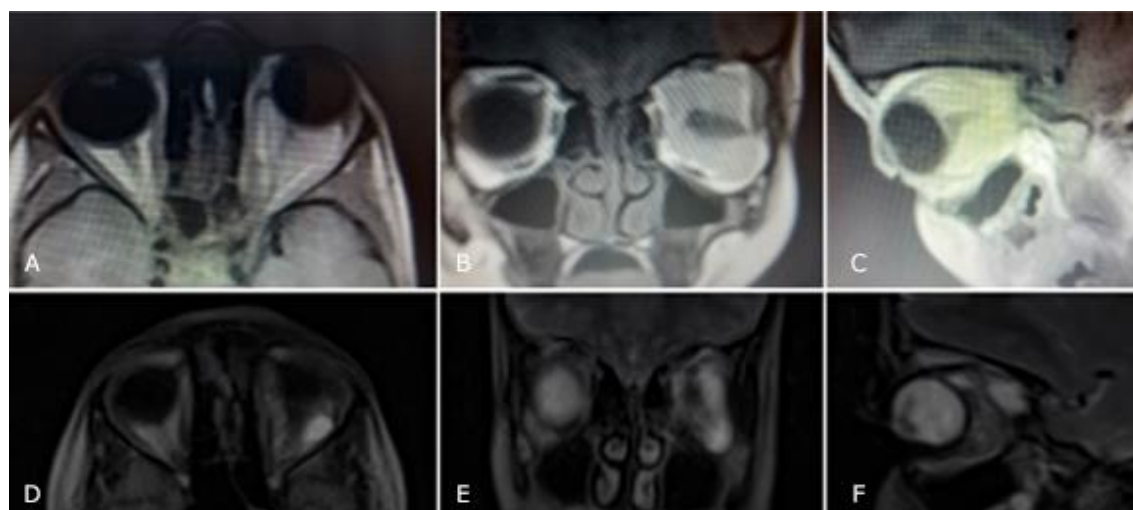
Estudios de Resonancia Magnética del caso. A, B, C) Estudio inicial. Corte axial, coronal y sagital, respectivamente, donde se observa el tamaño y extensión de la lesión en la cavidad orbitaria. D, E, F) Estudio final. Corte axial, coronal y sagital, respectivamente, donde se observa lesión residual en la cavidad orbitaria.
